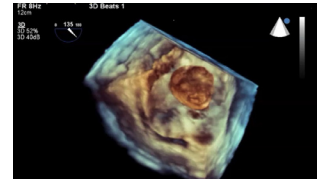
Sol atriyumda top-kapak trombüsü. Transözofageal ekokardiyografide sol atriyumda 4.2\*3.9 cm boyutlarında, sferik, düzgen yüzeyle, ortası kistik, dış çeperi heterojen serbest yüzen kitle; top-kapak trombüsü.
